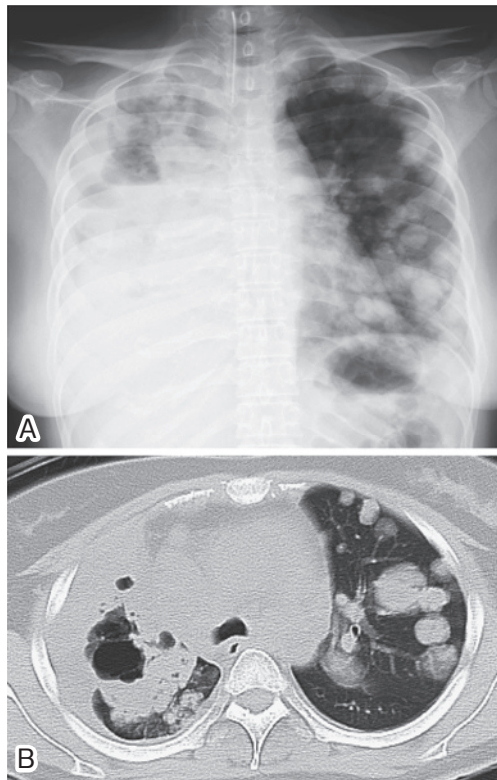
Chest radiograph (A) and CT scan (B) showing enlargement of multiple tumors occupying bilateral lungs. Airspace was prominently reduced, especially in the right lung.
